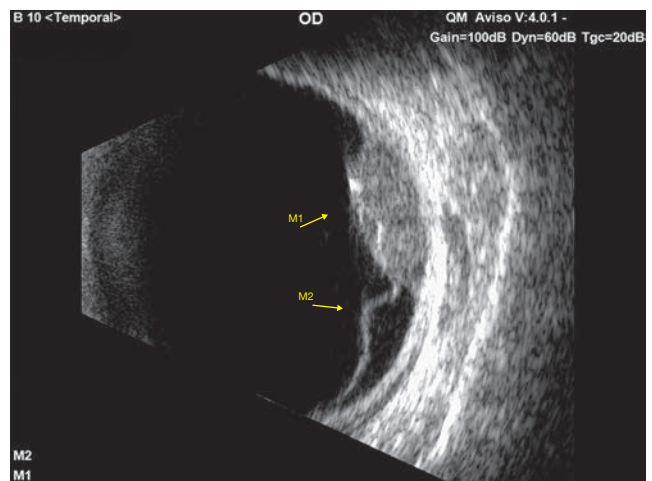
Décollement rétinien sur mélanome choroïdien. Coupe échographique d'un décollement de rétine exsudatif dont l'origine est un mélanome choroïdien avec une sonde de 10 MHz.
